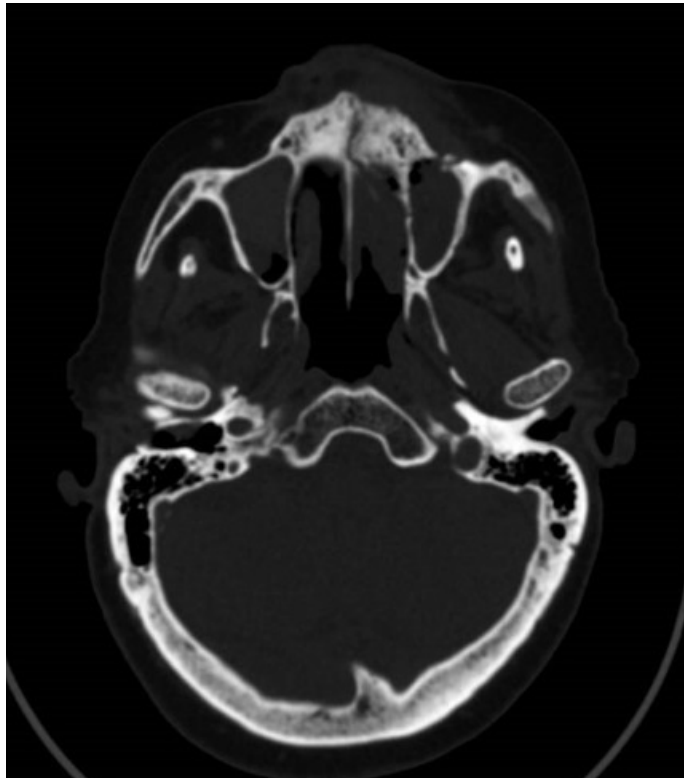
Tomografía computarizada de macizo facial corte axial en ventana ósea a nivel de senos paranasales donde se observa cambio de densidad ósea en región de maxilar izquierdo con delimitación ósea en línea media maxilar. Fuente: archivo clínico ISSEMyM.
